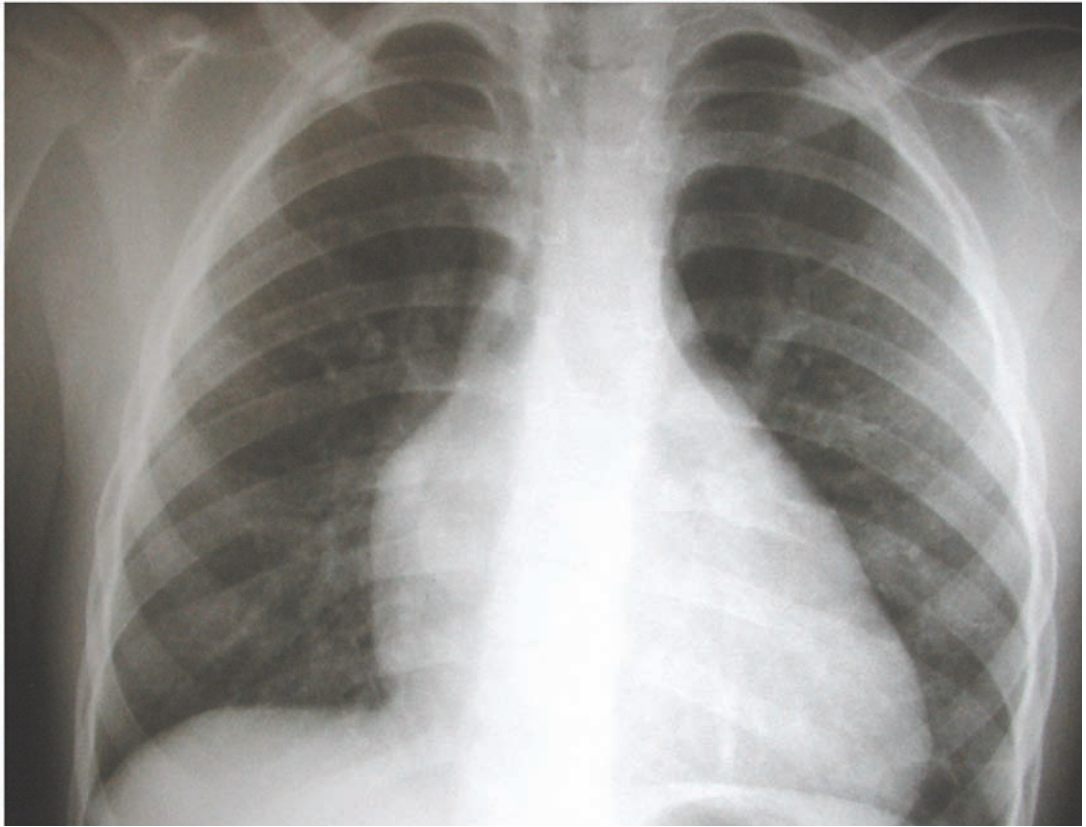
Radiografia de tórax salienta a presença de arco médio abaulado correspondente à câmara rudimentar direita posicionada à esquerda, com arco ventricular longo originado do ventrículo único tipo esquerdo, à direita.
